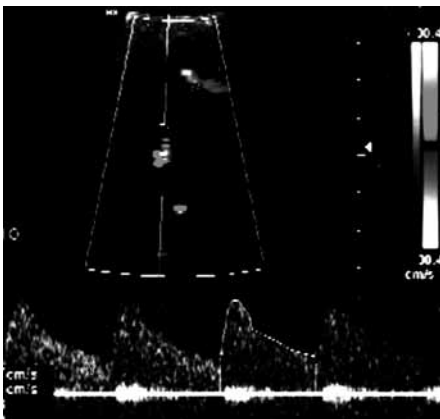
Doppler transcraneal de la arteria cerebral media derecha con flujo normal (izquierda). El flujo se encuentra ausente en la arteria cerebral media izquierda (derecha).
